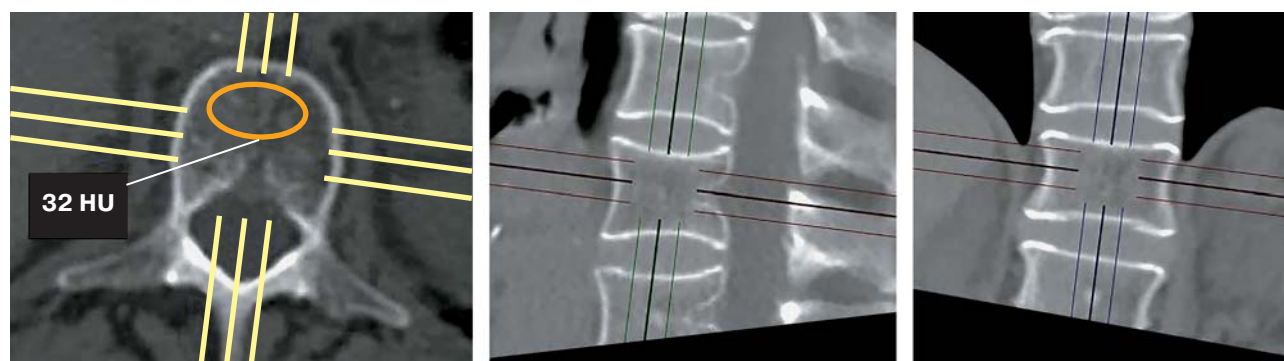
Пример измерения рентгеновской плотности тела позвонка (L_1) экспертной группой.
